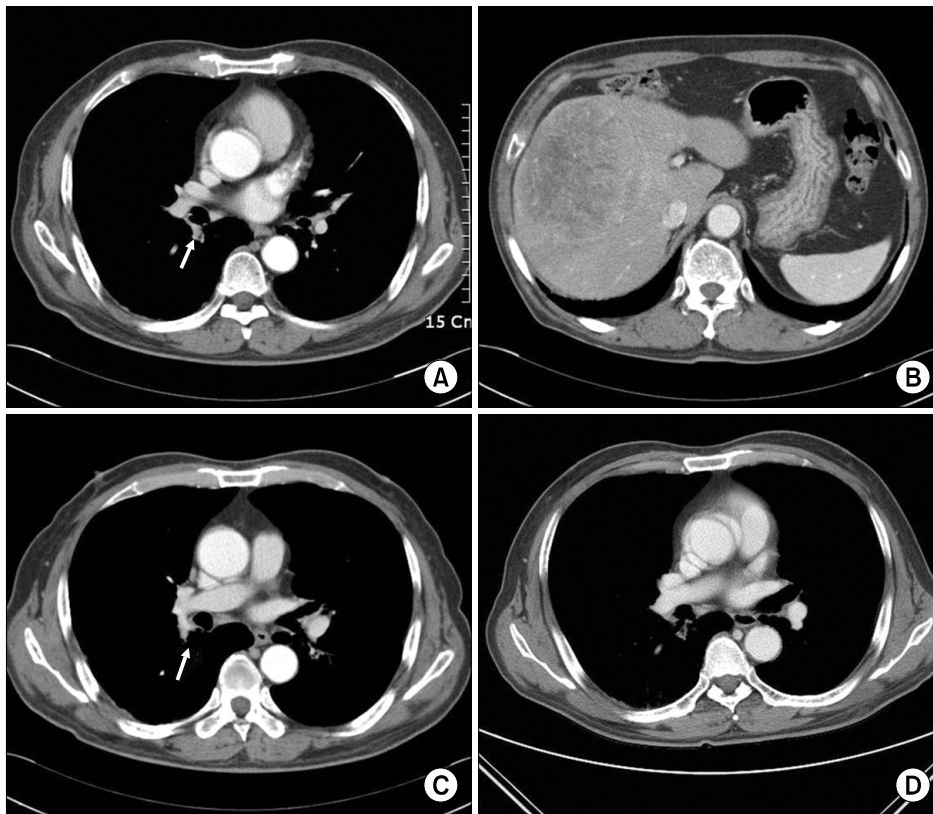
Chest CT demonstrated focal nodular bronchial wall thickening in distal bronchus inter-medius (arrow), just superior aspect of bifurcation of right middle lobe and lower lobe bronchus (A) and a huge mass in liver (B). There was some improvement in nodular lesion in superior segment of right lower bronchus after 9 months (C) and 12 months (D).
